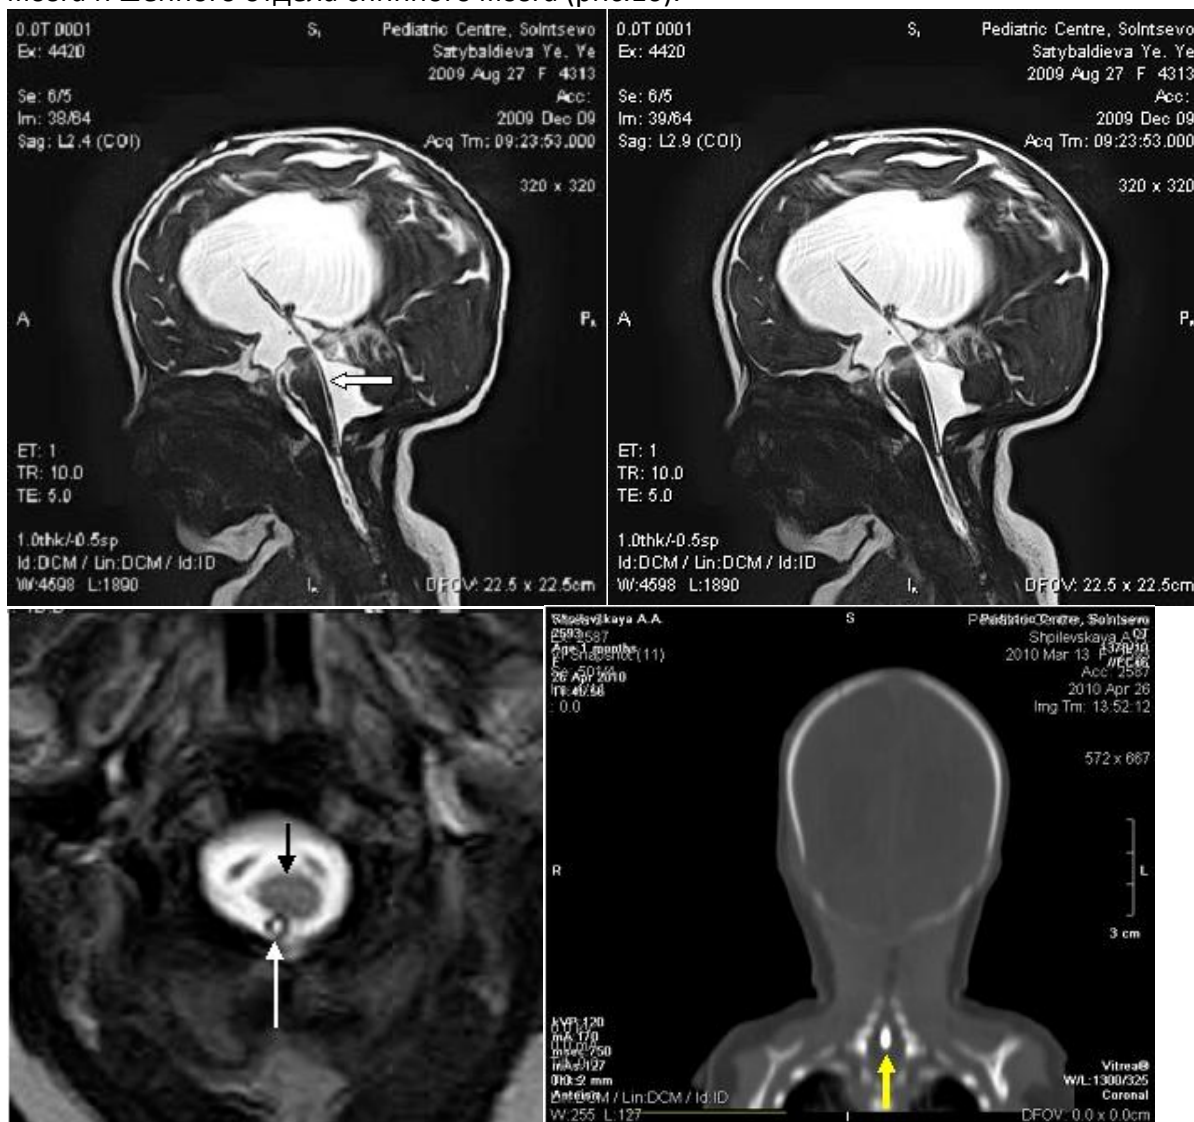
Положение стента в позвоночном канале после эндоскопического вентрикулосубарахноидального стентирования. А- стент расположен вдоль ствола мозга (белая стрелка), МРТ мозга. Б- макроизображение краниоverteбрального перехода и стента, МРТ мозга. В- соотношение стента (белая стрелка) и спинного мозга (черная стрелка) в позвоночном канале, МРТ. Г- положение дистального конца стента (желтая стрелка) в позвоночном канале, КТ черепа и шейного отдела позвоночника.
